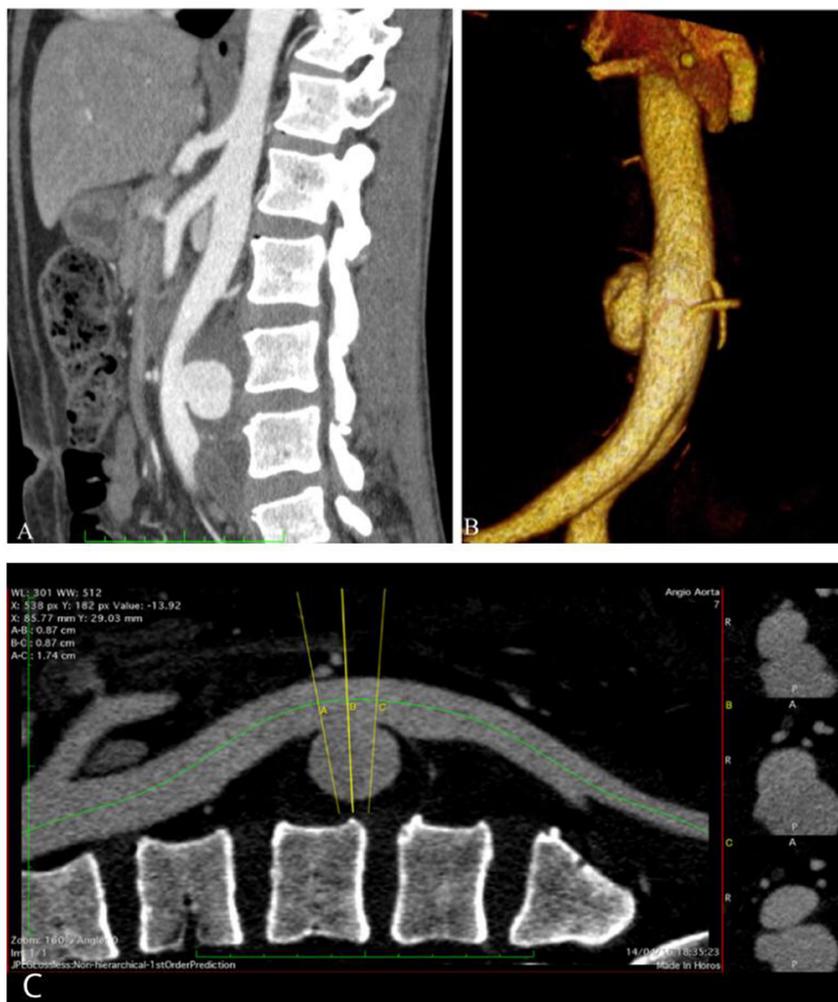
(A) Angiotomografia de aorta abdominal em corte sagital, com volumoso aneurisma sacular posterior; (B) Angiotomografia de reconstrução volumétrica, com volumoso aneurisma sacular posterior; (C) Angiotomografia de aorta abdominal em corte sagital, demonstrando colo e dimensão do aneurisma.
